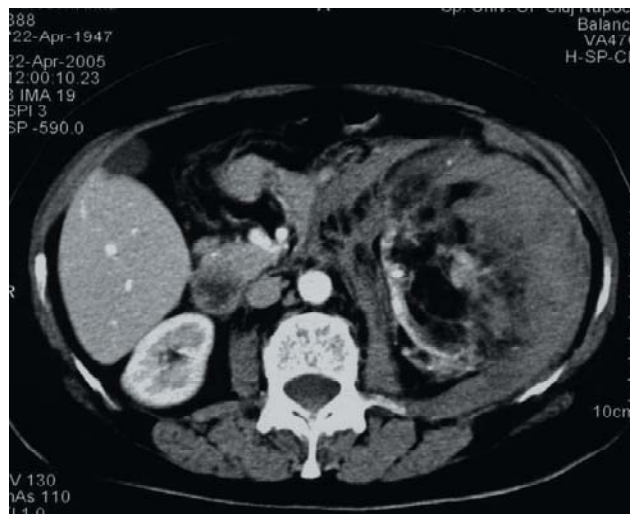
Aspectul CT al formațiunii.
